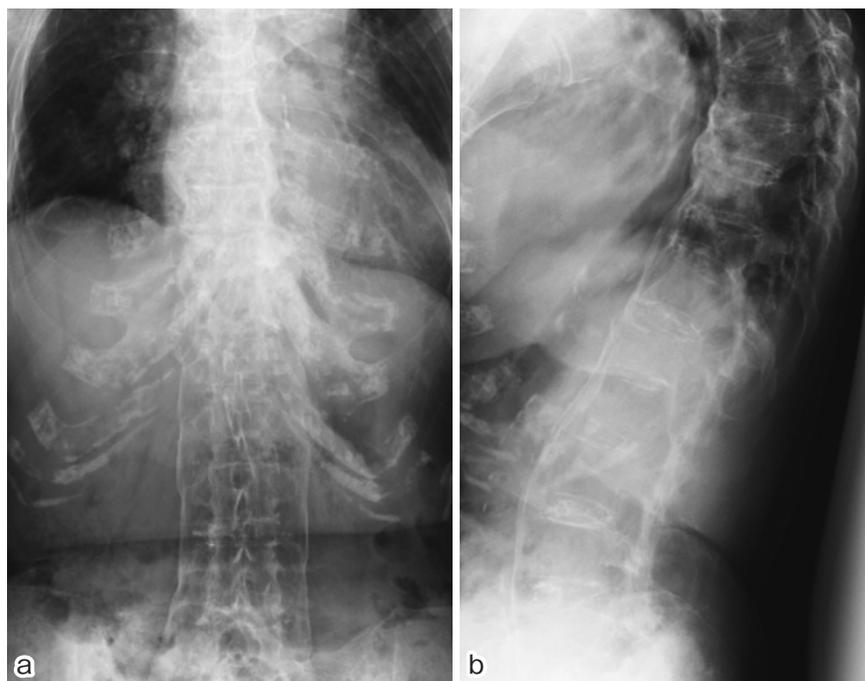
X-rays on admission
